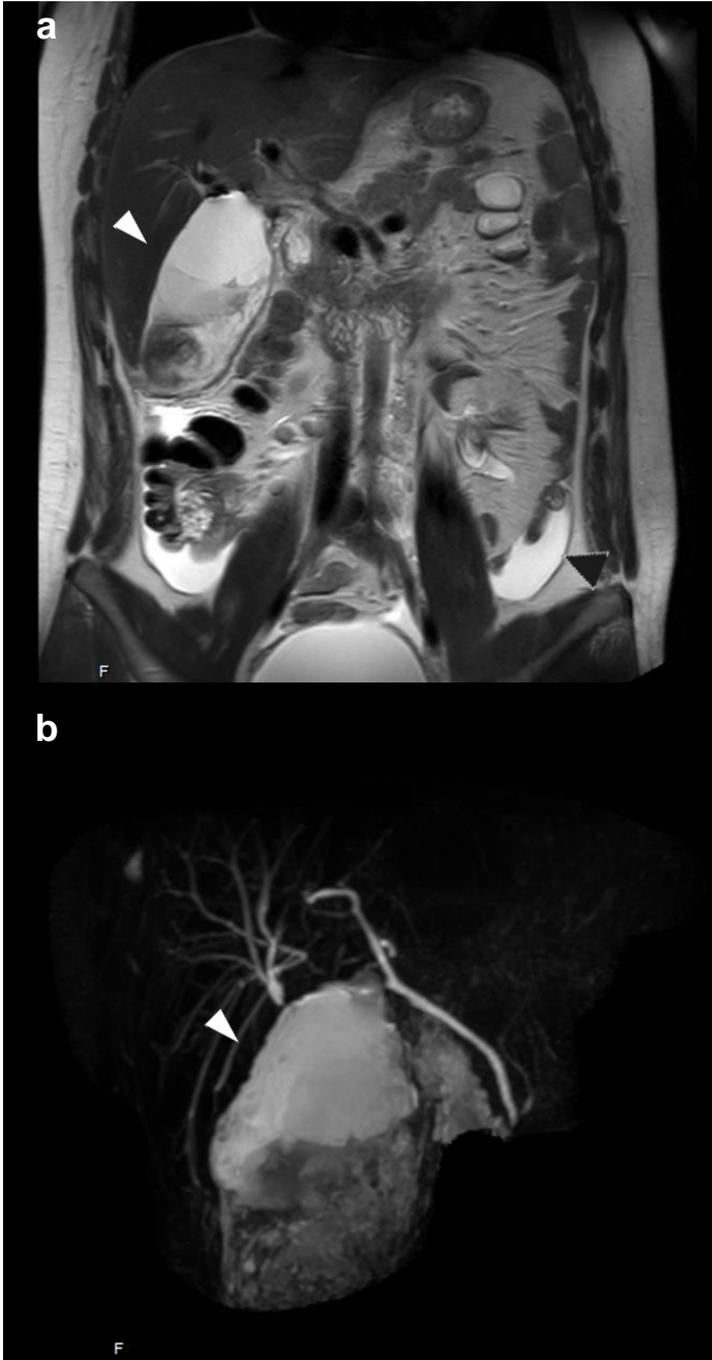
Paciente de 16 años, Día 10 después de PCLP. Consulta por dolor abdominal. a. RM plano coronal T2 y b. Secuencia específica sMRCP 3DHR. Colección de aspecto heterogéneo. (BILOMA). (Cabezas de flecha blanca). Reintervenido quirúrgicamente, confirmando el diagnóstico. Líquido libre en cavidad abdominal. (Cabeza de flecha negra).
